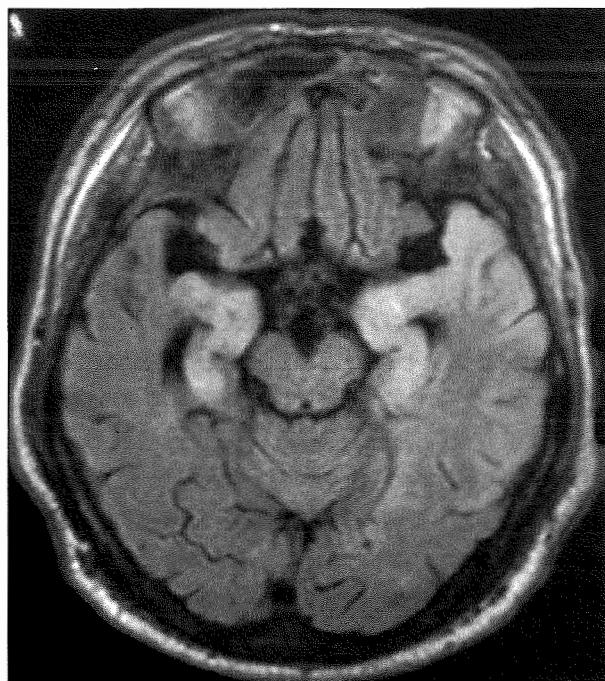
HHV6脳炎自験成人例の頭部MRI像(FLAIR画像)
